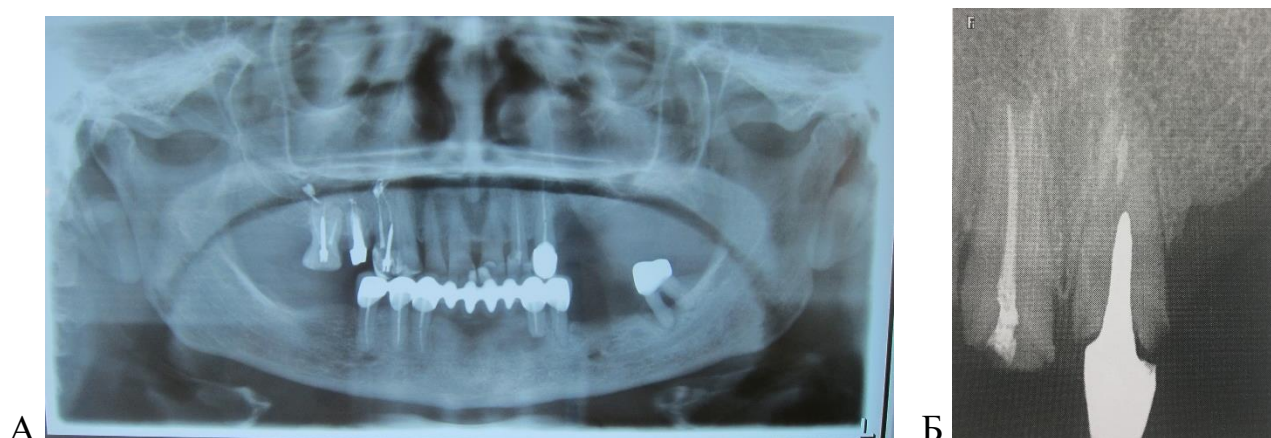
Рентгенограммы: А – ОПТГ; Б – РВГ
